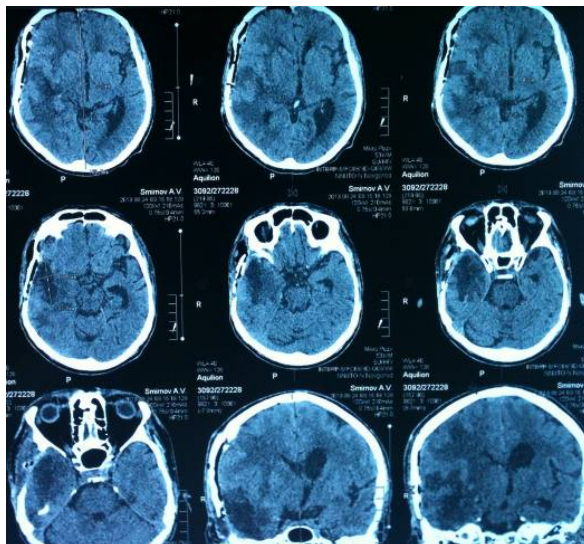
КТ больного С. от 24.09.13 (1е сутки после операции). Состояние после удаления опухоли правой височной доли. Отек височно-теменной области
